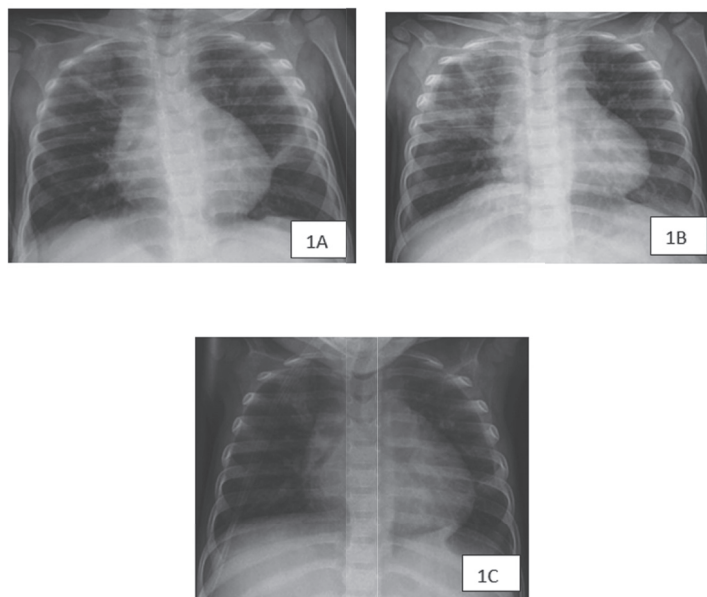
Radiografía de tórax de la segunda paciente. A. Atrapamiento de aire, derrame pleural izquierdo y atelectasias subsegmentarias. B. Derrame pleural bilateral, con cisuritis, atelectasias laminares principalmente en el lóbulo superior derecho e infiltrado de tipo alveolar en el mismo lóbulo. C. Derrame pleural izquierdo, con atelectasias en el lóbulo superior derecho y en el lóbulo inferior izquierdo
